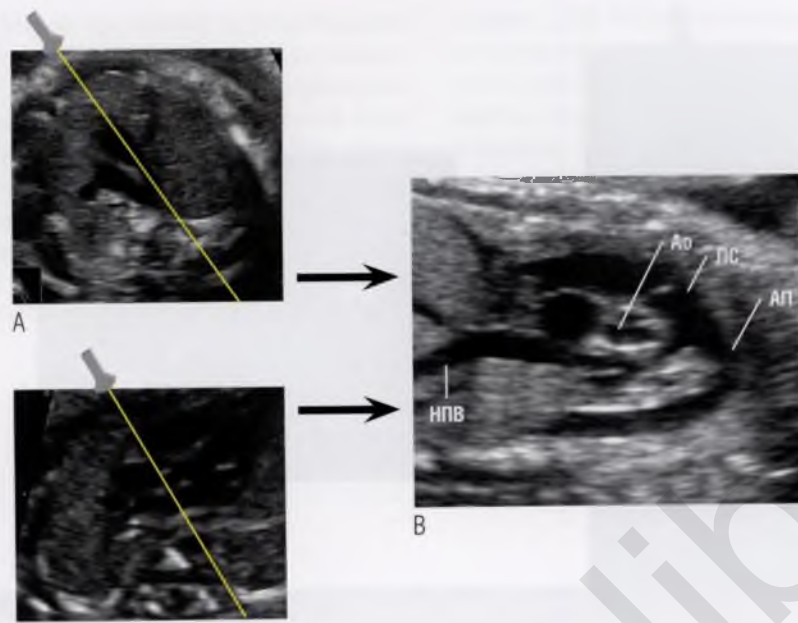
Направление ультразвукового луча по длинной оси артериального протока (АП) (А) и через три сосуда и корень аорты (Ao) (Б) для получения изображения, представленного на (В). (В) Срез в продольном сечении через артериальный проток. Срез получают, повернув датчик на 90° от любой линии, показанной на (А, Б). В постнатальной эхокардиографии этот срез называют «парастернальная позиция по короткой оси аорты на уровне аортального клапана». ЛС — легочный ствол; НПВ — нижняя полая вена.
